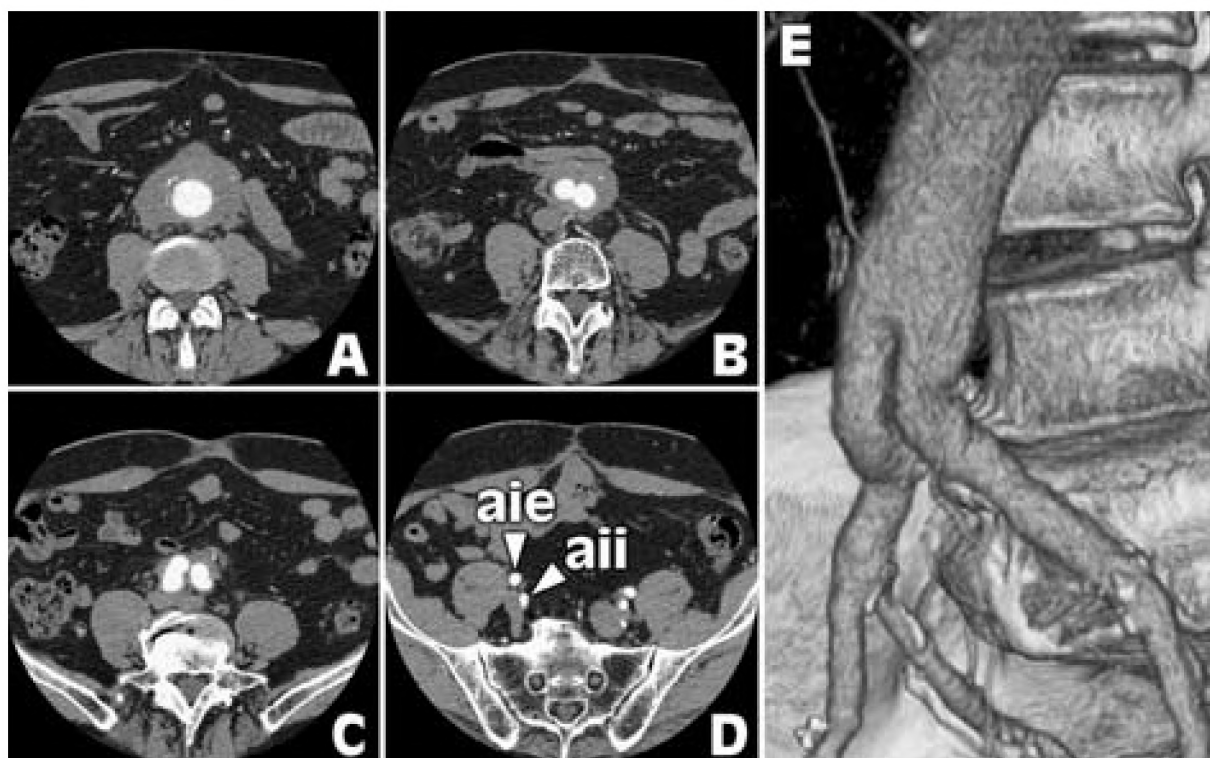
Postoperative CT examination. A – D. CT – axial cross-sections. E. CT Angio – 3-dimensional volumetric reconstruction; left lateral view, “casting” of vessel lumen and implanted prosthesis (oblique view from the left and front side). Symbols: aie – right external iliac artery; aia – right internal iliac artery.
